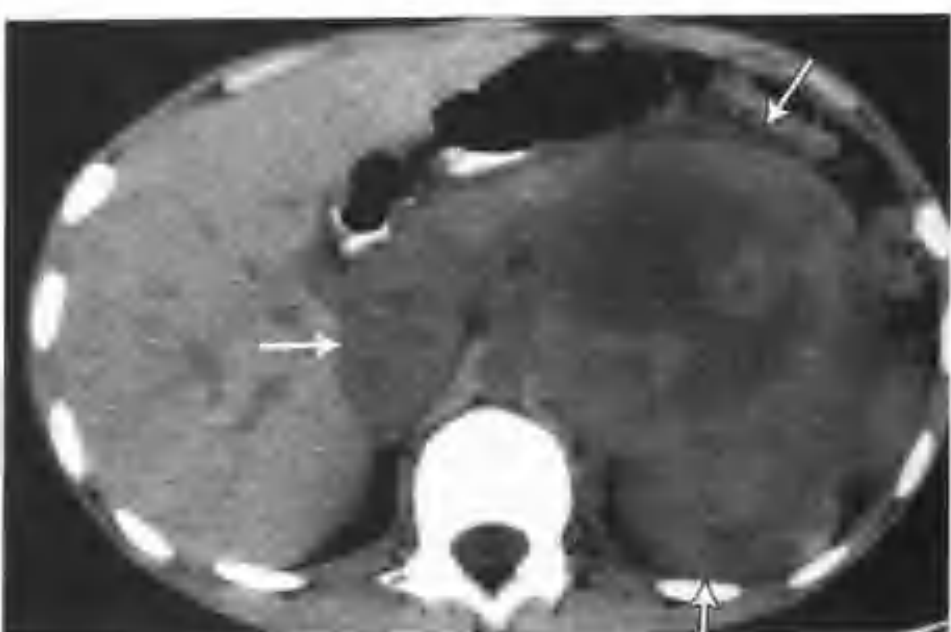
左肾癌 (空心箭头), CT 平扫, 箭头示下腔静脉癌栓
